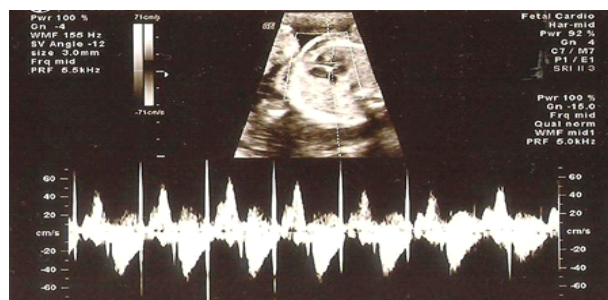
Obținerea anvelopei Doppler pentru măsurarea indexului miocardic (Tei Index)
